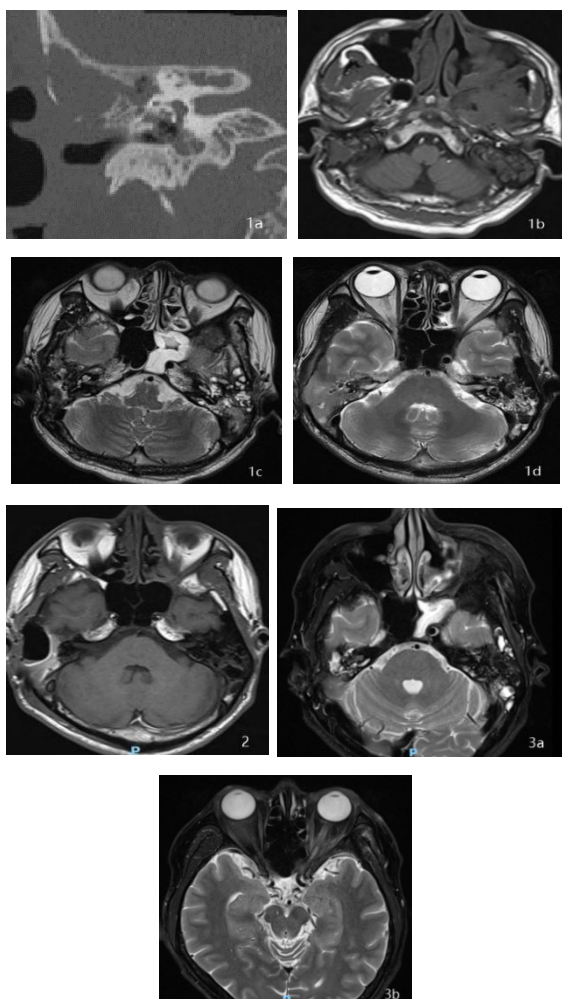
头常规 MRI 右侧颞骨乳突区团块、左侧乳突区小斑片及左侧上颌窦环壁状影, 呈等 T1、稍长 T2 信号, 增强后明显均匀强化。双侧筛窦、左侧额窦及蝶窦黏膜增厚。邻近脑膜增厚强化, 右颞骨外板欠连续, 双侧咀嚼肌轻度肿胀强化。图 2: 术后右侧颞骨乳突区改变, 增强扫描无异常; 图 3a-b: 术后右侧颞骨乳突区未见异常强化, 左侧视神经增粗肿胀, 神经鞘膜增厚强化, 眶尖视神经周围有不规则强化, 右侧眼睑及周围软组织增厚强化。
